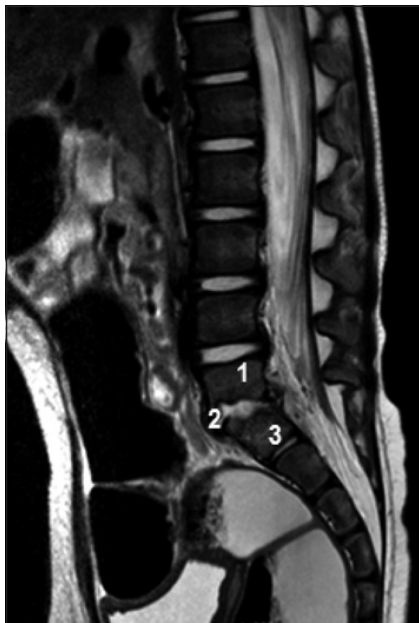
RM. Corte sagital de columna lumbosacra. Se observa estrechamiento del disco intervertebral L5-S1, con erosiones de las superficies articulares de los cuerpos vertebrales L5 y S1, hallazgos compatibles con espondilodiscitis. Quinta vértebra Lumbar (1), espacio L5-S1 (2), primera vértebra sacra (3).
